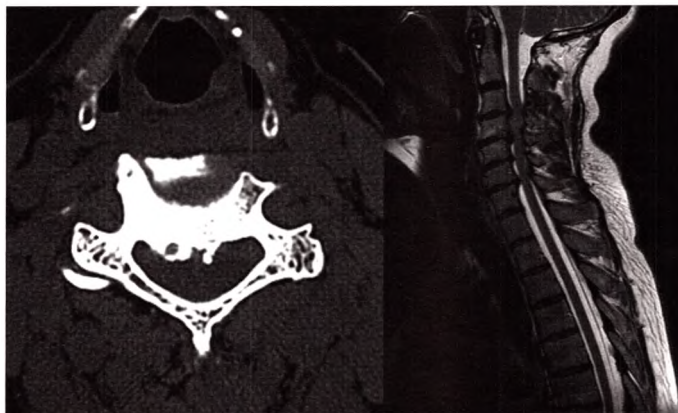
B À gauche, scanner cervical montrant la diminution du diamètre du canal vertébral; à droite, IRM montrant la compression médullaire.
